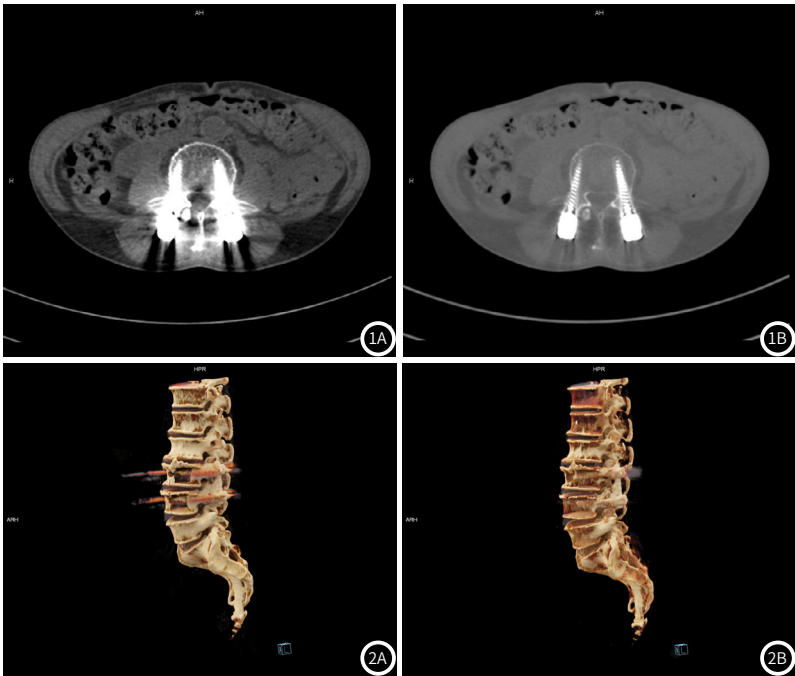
图1B 椎弓根内固定术后CT图像。图1A采用IMAR技术处理前CT图像,该图像伪影明显,图像显示不清晰。图1B采用IMAR技术处理后CT图像,该图像伪影明显减少,图像显示清晰。
